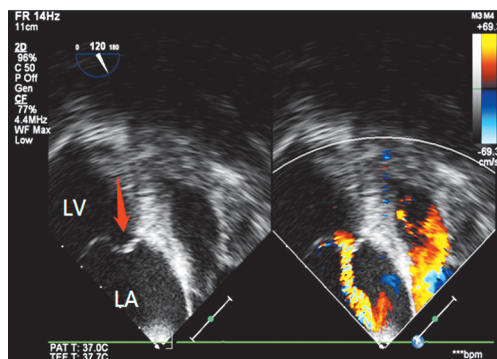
经食管超声心动图显示二尖瓣前叶穿孔并中等量反流(LV:左室;LA:左房;箭头示穿孔位置)
